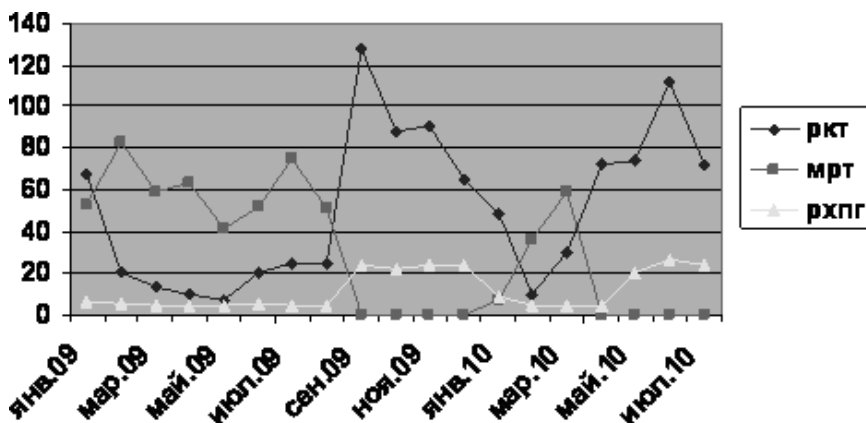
Количество проведенных МРТ, РКТ, РХПГ за период 2009-2010 гг.
